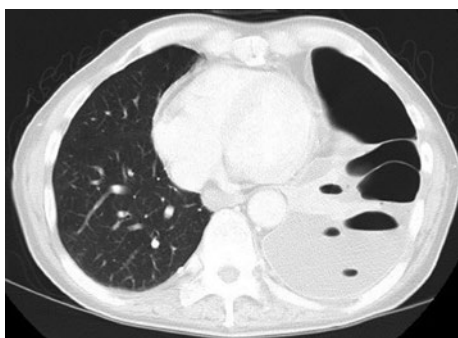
転院直前の胸部CT. 左肺が虚脱しており、胸腔内に多数のニボーを認める。
